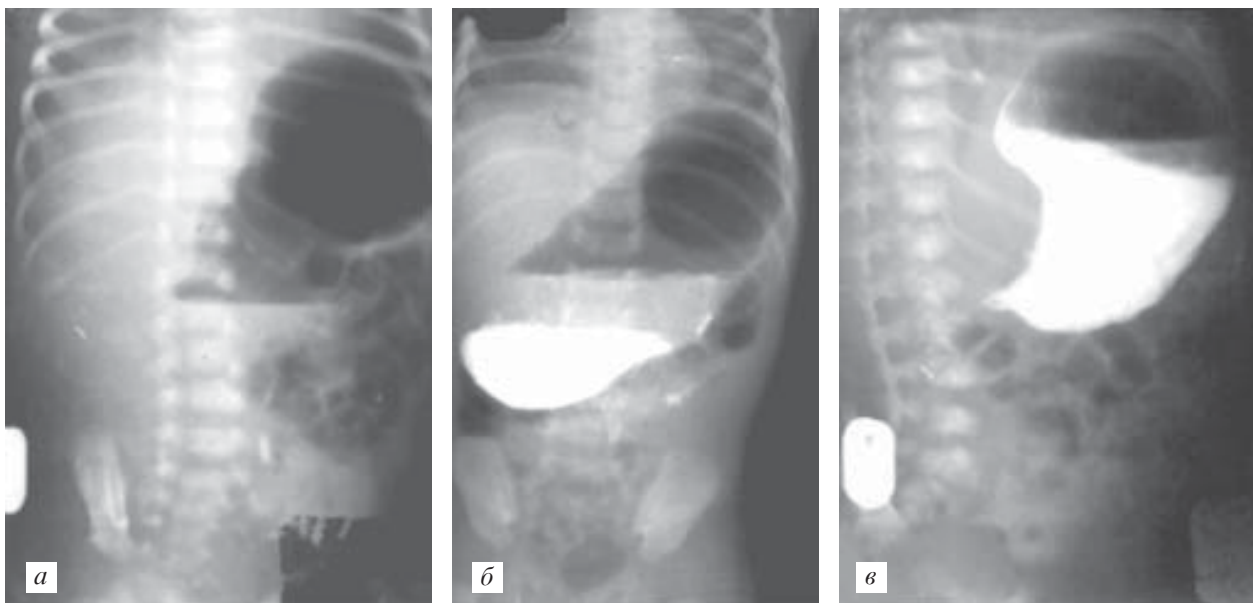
Рентгенологічні ознаки пілоростенозу (а-в)
